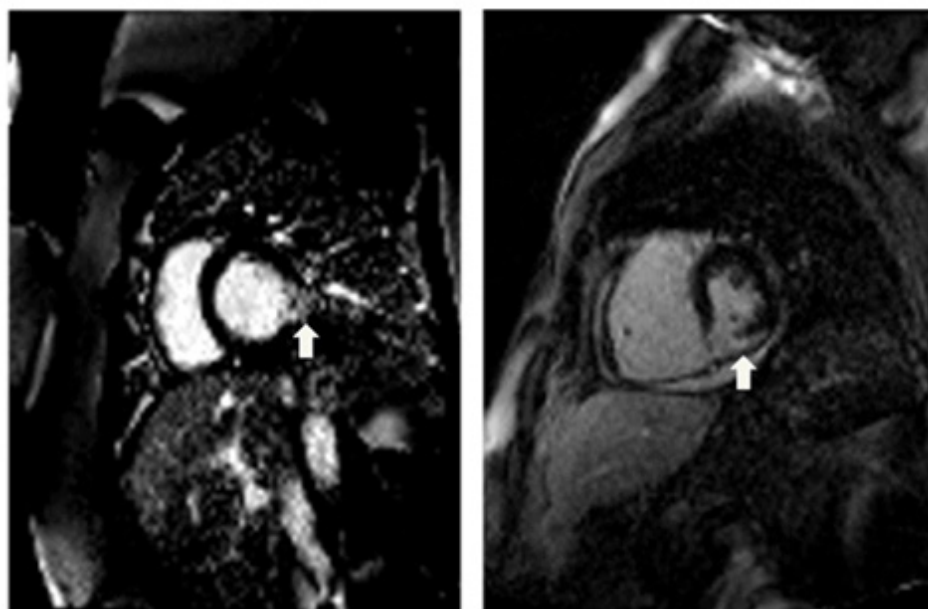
Imagens de ressonância magnética cardíaca pela técnica de realce tardio de pacientes com infarto do miocárdio da parede inferior (setas brancas indicam fibrose miocárdica na parede inferior).
